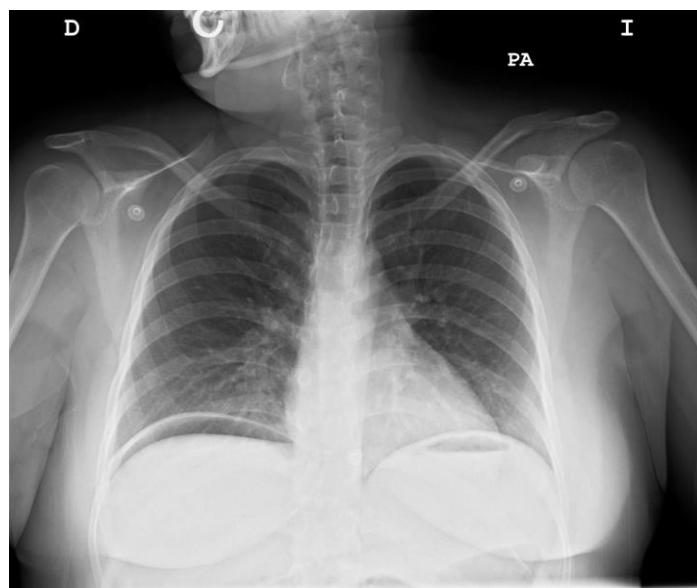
Radiografía de tórax postero-anterior y lateral realizadas en Urgencias en la que se aprecia neumoperitoneo.
